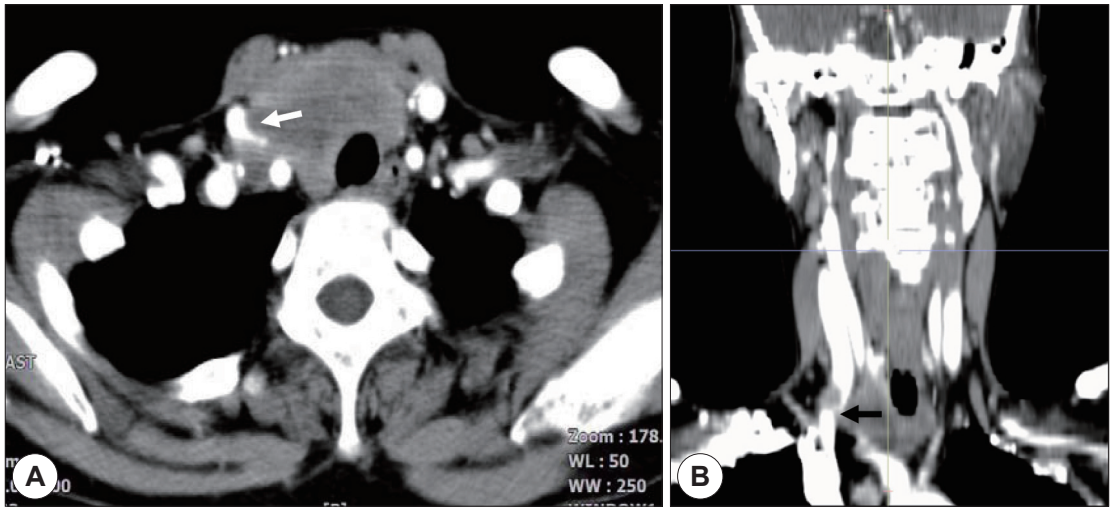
Preoperative axial contrast enhanced CT image shows 4×5 cm sized low density lobulating mass which compresses the medial side of right IJV (white arrow) (A). Coronal CT image shows the mass which compresses the lateral side of right IJV (black arrow) (B). CT : computed tomography, IJV : internal jugular vein.
